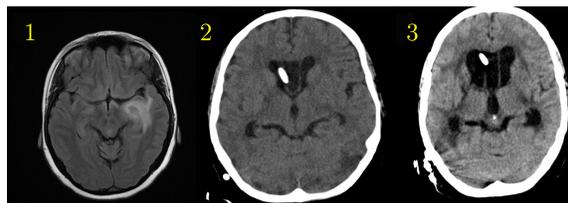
Evolución de las pruebas de imagen en la paciente. (1)RM al diagnóstico de la LOE.(2)TC con contraste al diagnóstico de PIIRs.(3)Tras el tratamiento con corticoides. Se observa descenso del edema cerebral
